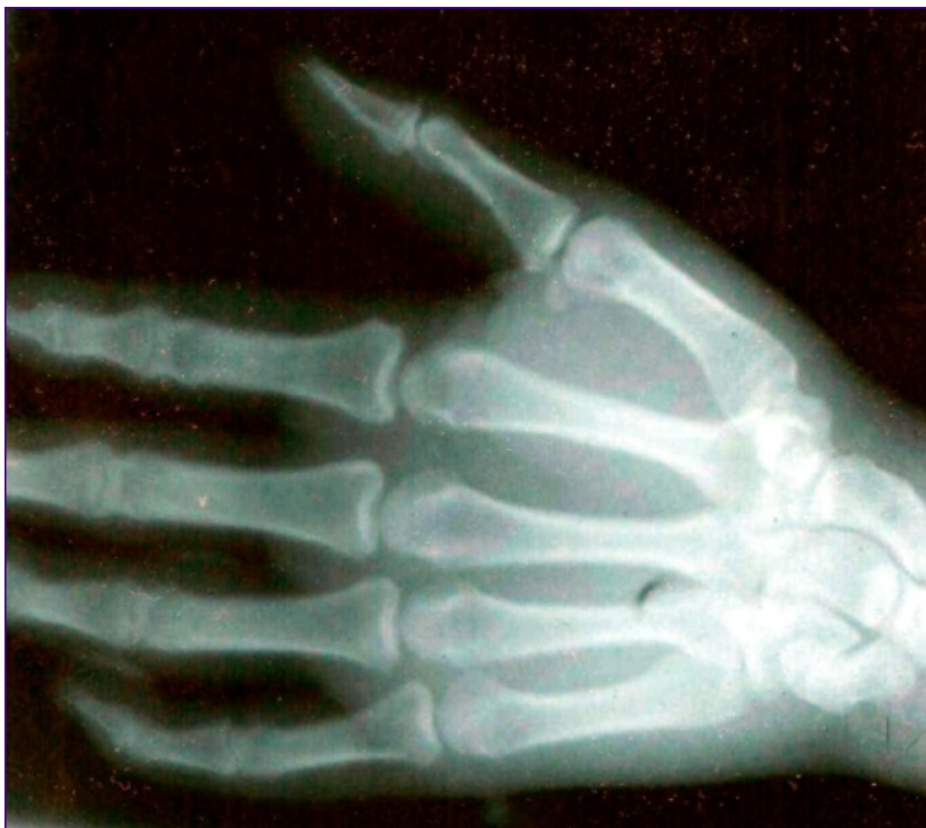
Radiografía de mano derecha. No se visualiza imagen radiopaca.
